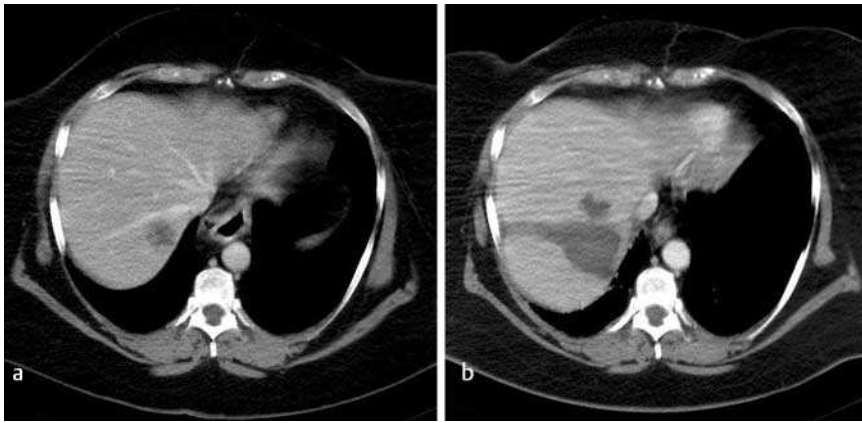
Needle tract coagulation. a CT-scan before RFA demonstrates a colorectal liver metastasis in segment 5. b CT-scan 6 months after RFA shows complete necrosis of the tumour and along the needle tract to prevent bleeding and neoplastic seeding. The small adjacent focus of hypoattenuation is related to over-lapping placement of needle electrodes.
